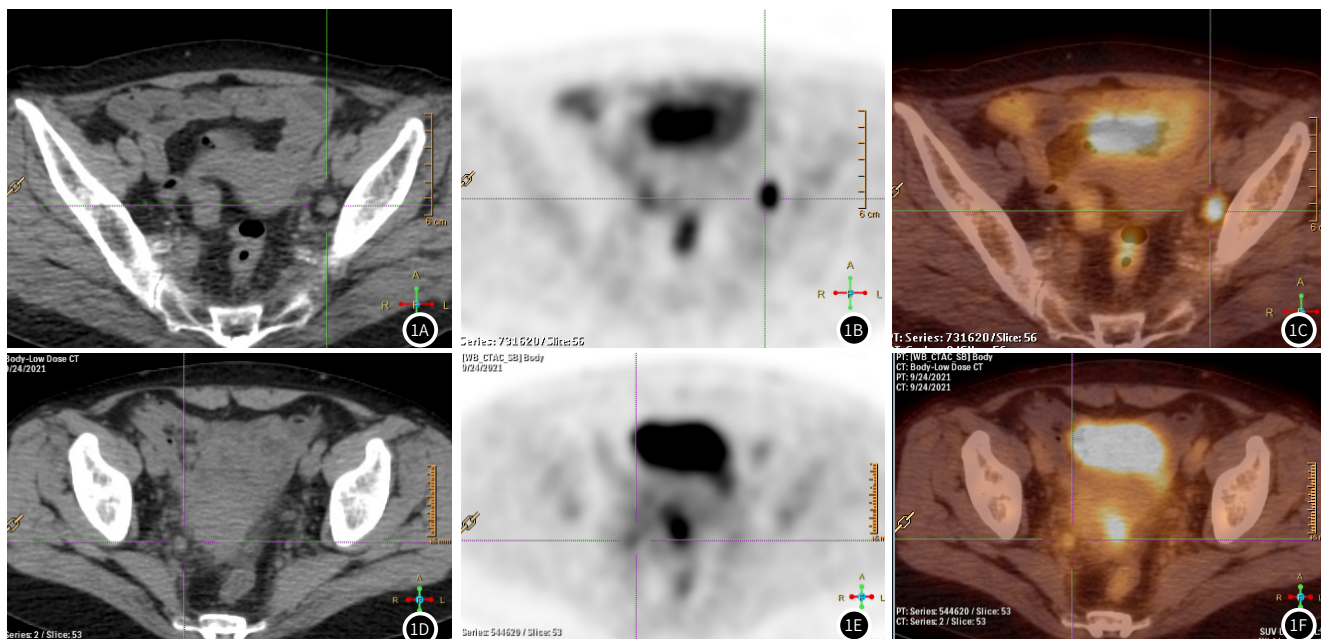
部分检查结果展示。图1A、1B、1C分别为同一检查者CT、PET、PET-CT检查结果,患者FIGO分期II B期,提示左髂外动脉附近淋巴结 ^{18}F -FDG摄取量增高, $\text{SUV}_{\max}$ 值为12.31;图1D、1E、1F分别为同一患者CT、PET及PET-CT检查结果,提示右髂外动脉淋巴结阳性,术后证实为淋巴转移。
